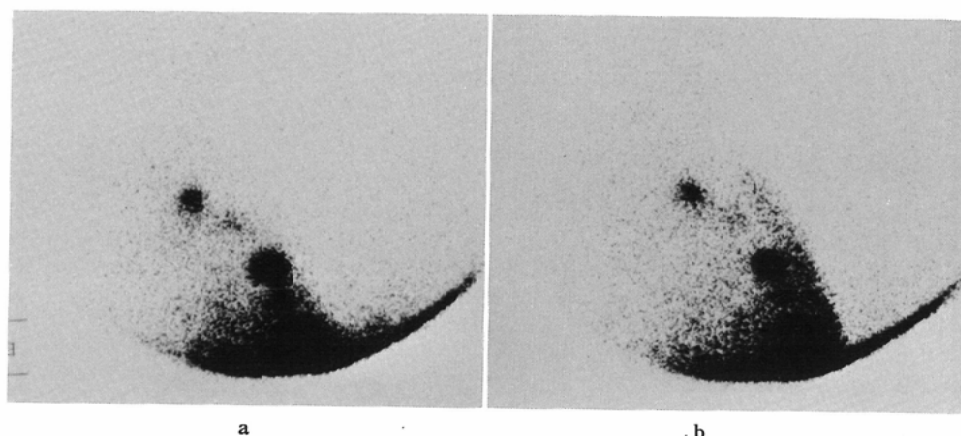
Lateral projection of parasternal lymphoscintigram obtained by the conventional collimator of the same case shown in Fig. 2.
